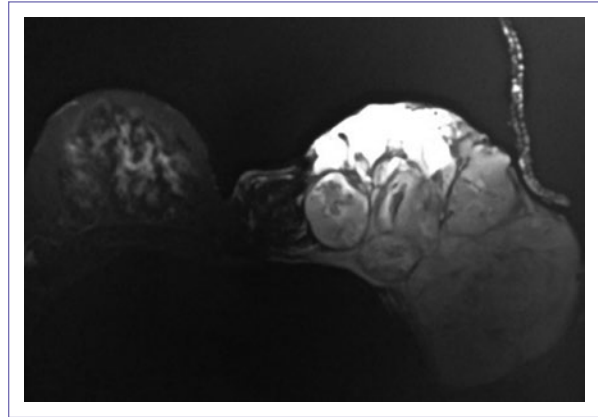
Resonancia magnética, corte axial, secuencia T1. Se muestra tumoración en mama izquierda, multilobulada, que ocupa su totalidad.
